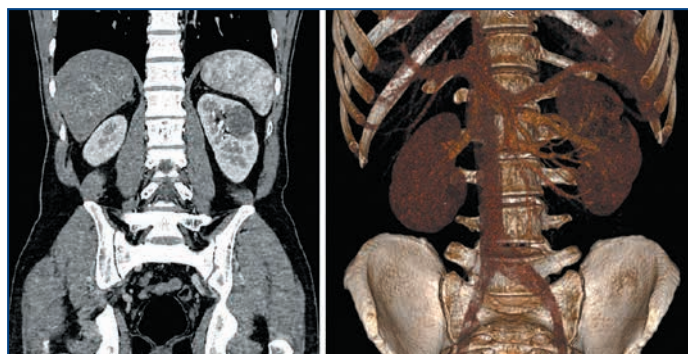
Пациент Т. 33 лет. Компьютерная томограмма с болюсным контрастированием: образование в верхнем полюсе левой почки
